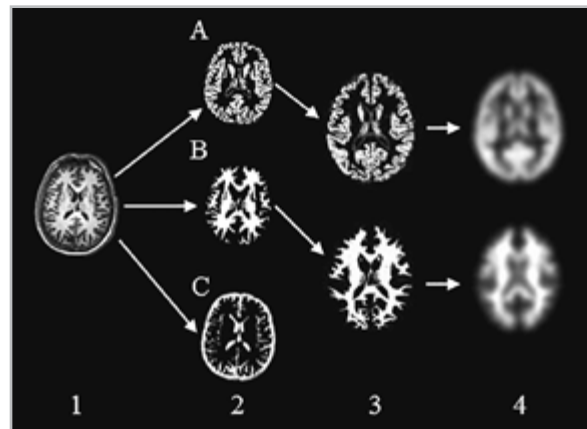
Этапы воксельной МРТ-морфометрии: 1 — анатомические сканы (T1 MPR); 2 — сегментированный головной мозг на серое вещество (A), белое вещество (B) и ликворосодержащие пространства (C); 3 — нормализованные изображения белого и серого вещества; 4 — «сглаженные» изображения белого и серого вещества
